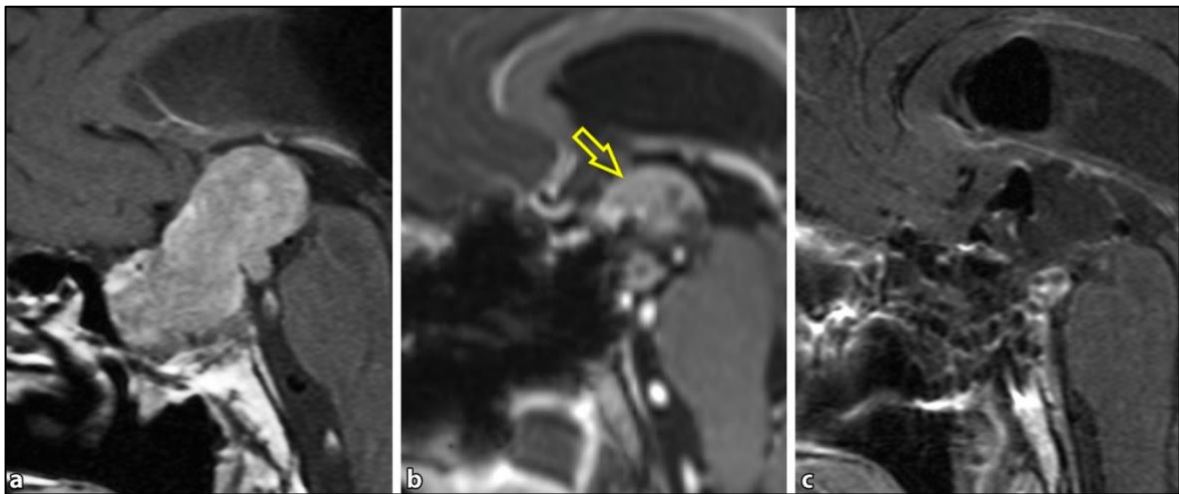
Präoperatives Hypophysenadenom (a), intraoperative Resektionskontrolle (b), postoperative Bildgebung (c) im sagittalen MRT-Schnittbild. (Honegger, Nasi-Kordhishti und Giese, 2019, S. 5) (31)
